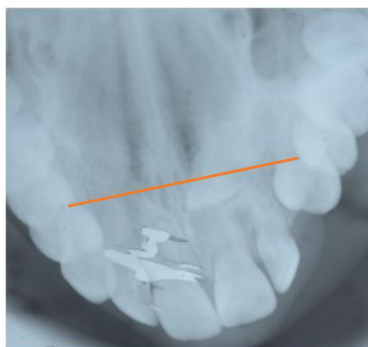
Radiografia oclusal com ponta da cúspide do canino impactado anteriormente à linha imaginária (vermelho).
